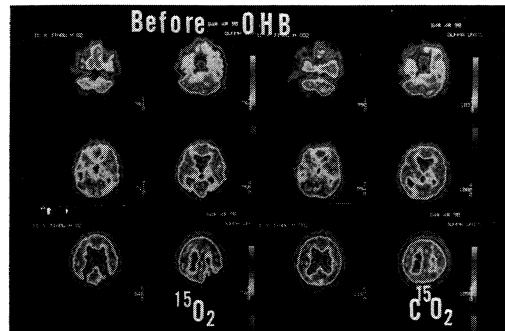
症例I：高压酸素療法治療前のポジトロンCT(PET)
